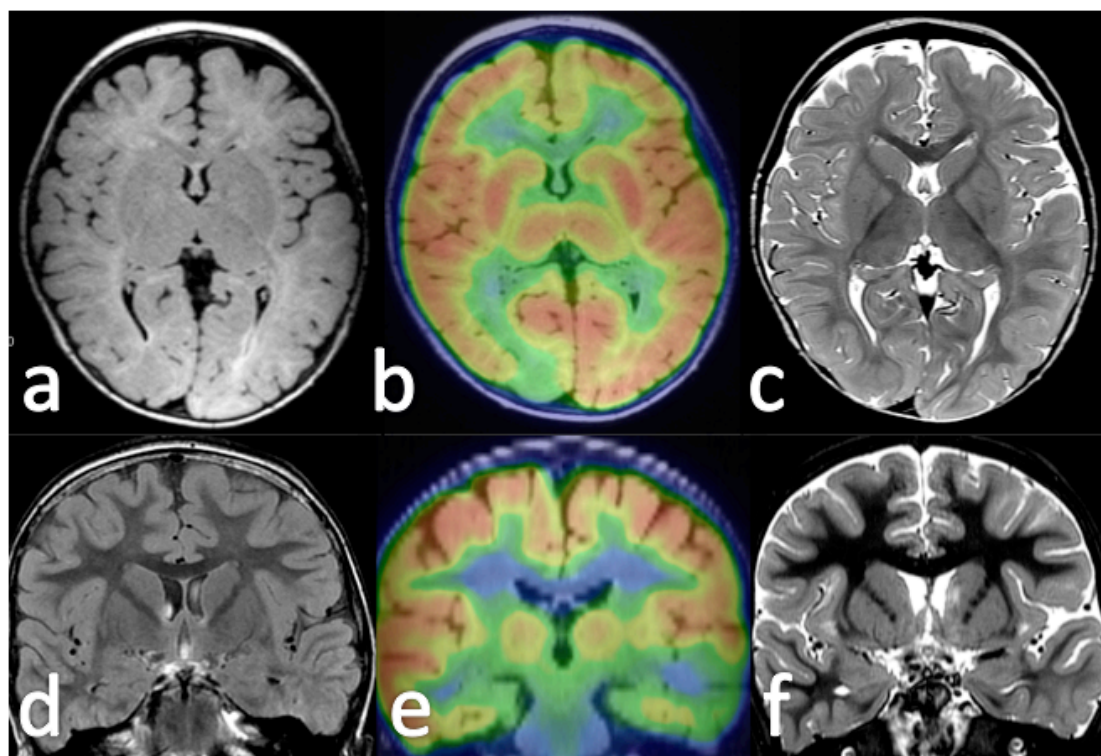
Ejemplos de coincidencia en la localización de la lesión en PET y RM. En la fila superior se observa lesión cortical occipital derecha correspondiente a una displasia tipo II (a y c) e hipometabolismo en la fusión PET-RM (b) coincidente con la alteración estructural. En la fila inferior se observa discreto aumento de señal en sustancia blanca yuxtacortical temporal izquierda en una displasia tipo I, visible tanto en la secuencia FLAIR (d) como T2 (f). La fusión PET-RM (e) muestra hipometabolismo, que se extiende más allá de la lesión visible en RM.
